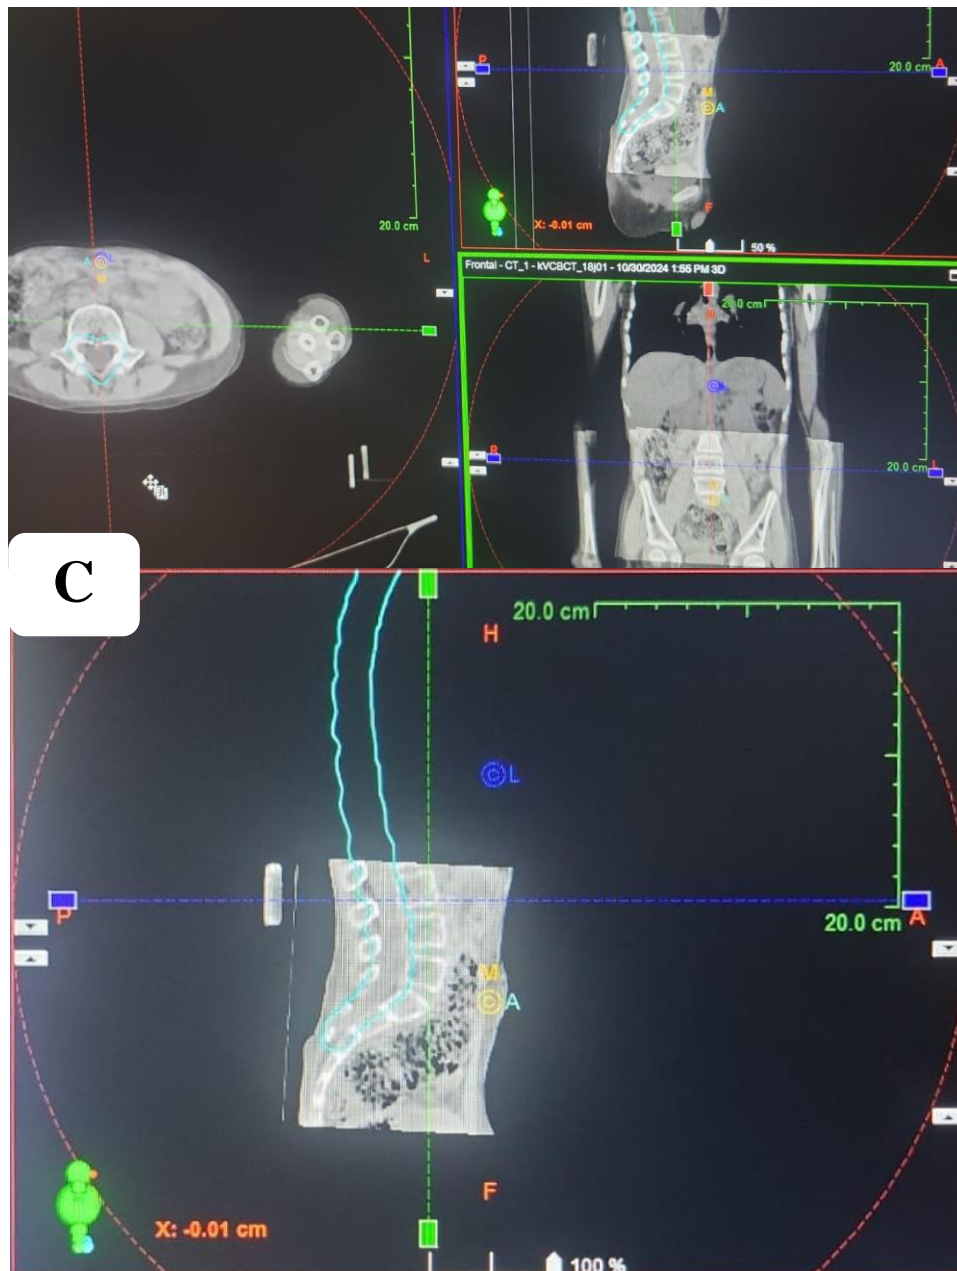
CONTRÔLE DE QUALITÉ CBCT (CONE BEAM CT) PRÉ RADIOTHÉRAPIE AU NIVEAU DE L'ÉTAGE CRÂNIEN ET MÉDULLAIRE
